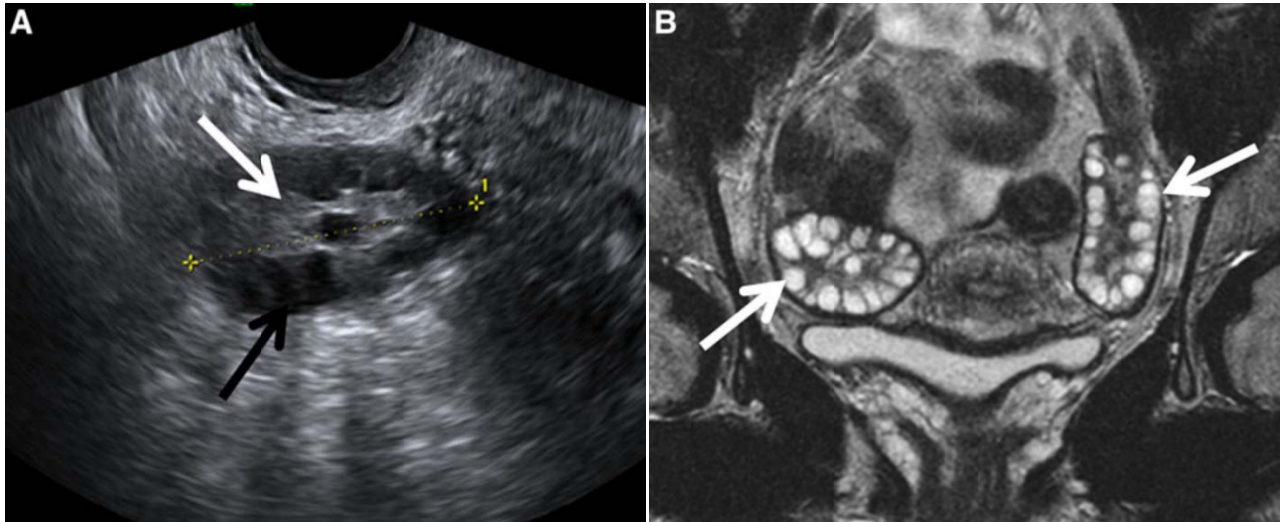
A. Image échographique objectivant un ovaire augmentée de taille avec multiples kystes périphériques et un stroma central hyperéchogène. B. Image IRM en séquence t2 coupe coronale objectivant des ovaires augmentées de volume avec multiples kystes périphériques [154]
